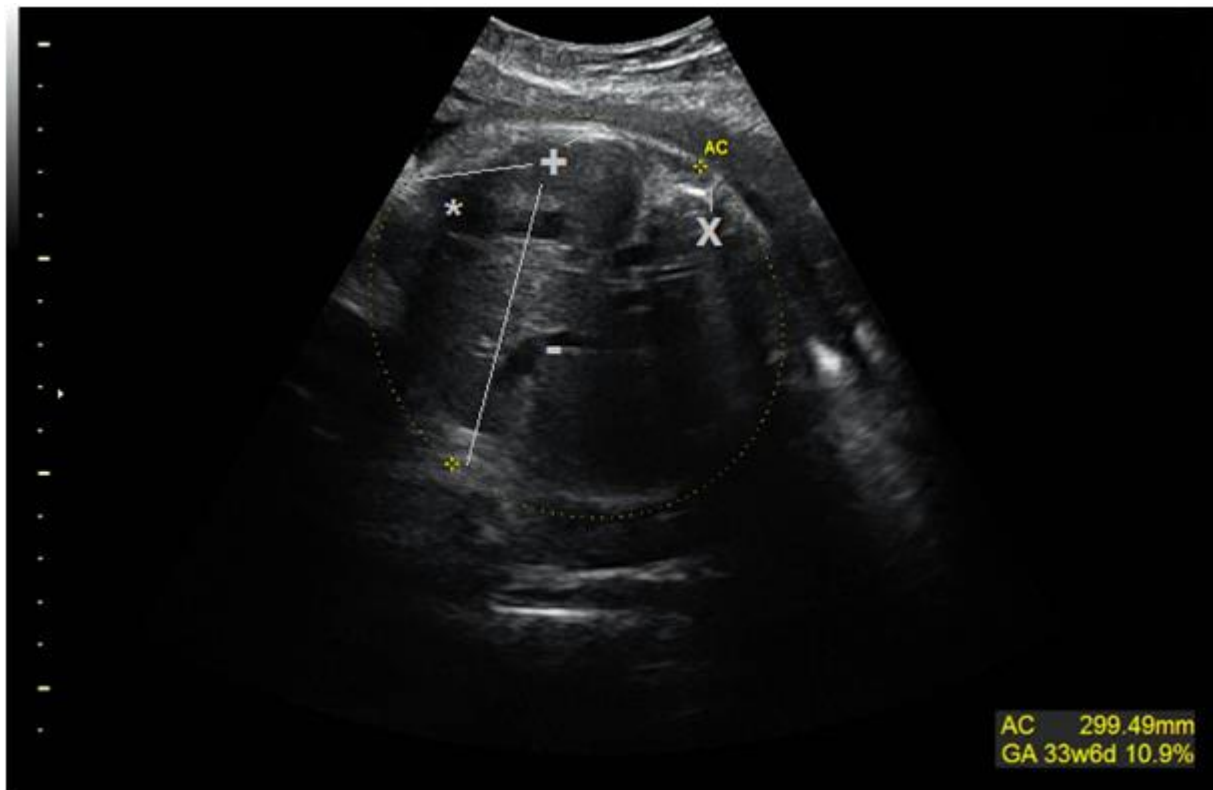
Sonografische Bestimmung des Abdomenumfangs bei einem Fetus in Beckenendlage in der 36. Schwangerschaftswoche [54]
